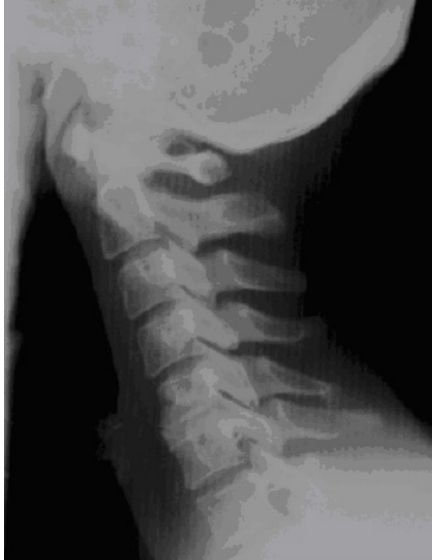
Seitliche Röntgenaufnahme 8Jahre nach Implantation des Sulfixinterponates zeigt minimale Anschlussdegeneration der benachbarten Wirbelkörper.
